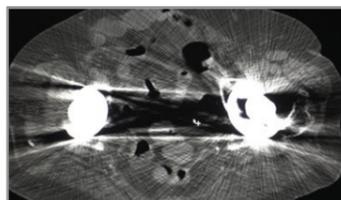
Konventionelle CT bei Hüft-TEP bds.
